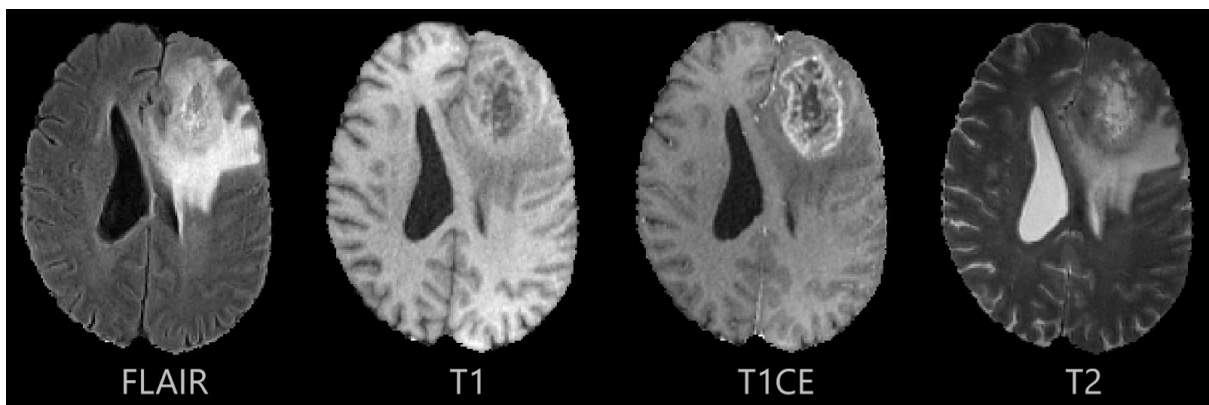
Glioblastoma images, as seen through different MRI acquisition protocols. ET appears bright in T1CE, NE is the dark area enclosed by ET in T1CE. ED is all voxels that are bright in FLAIR, that are not part of NE and ET.
